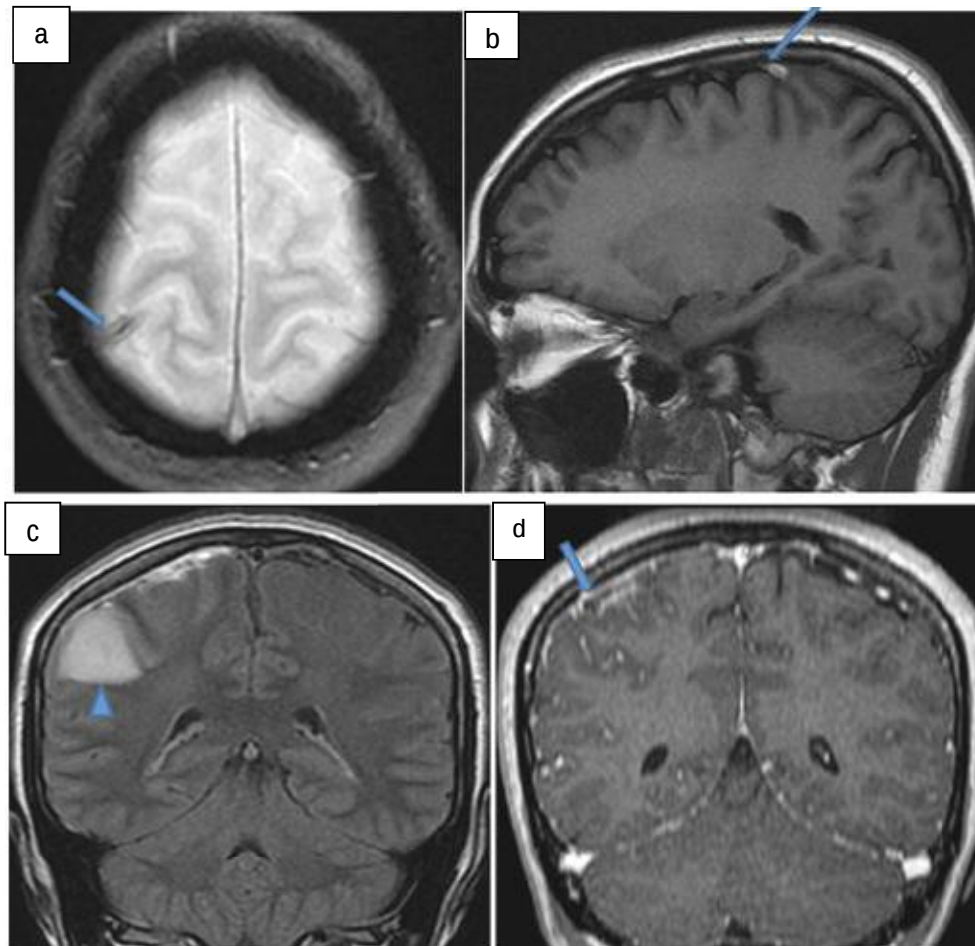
IRM cérébrale montrant une plaque pariétale droite Δ cortico sous corticale en hypersignal flair (c) et T2 et en discret hypersignal en diffusion sans composante hémorragique avec individualisation au voisinage de cette plaque d'une structure veineuse corticale en hypersignal T1 (b) et hyposignal T2*(a) et ne se rehaussant pas après injection du gadolinium (d) →
